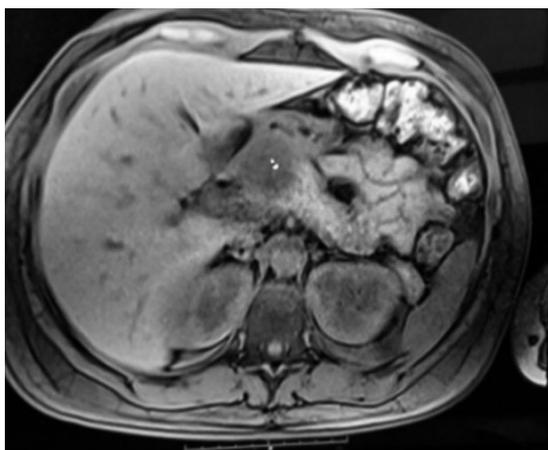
Resonancia Magnética de abdomen: Presencia de masa bilobulada de 8,5x4,2 cm con componente sólido a derecha hipertenso en T2 e hipointenso en T1 con realce hipervascular.
